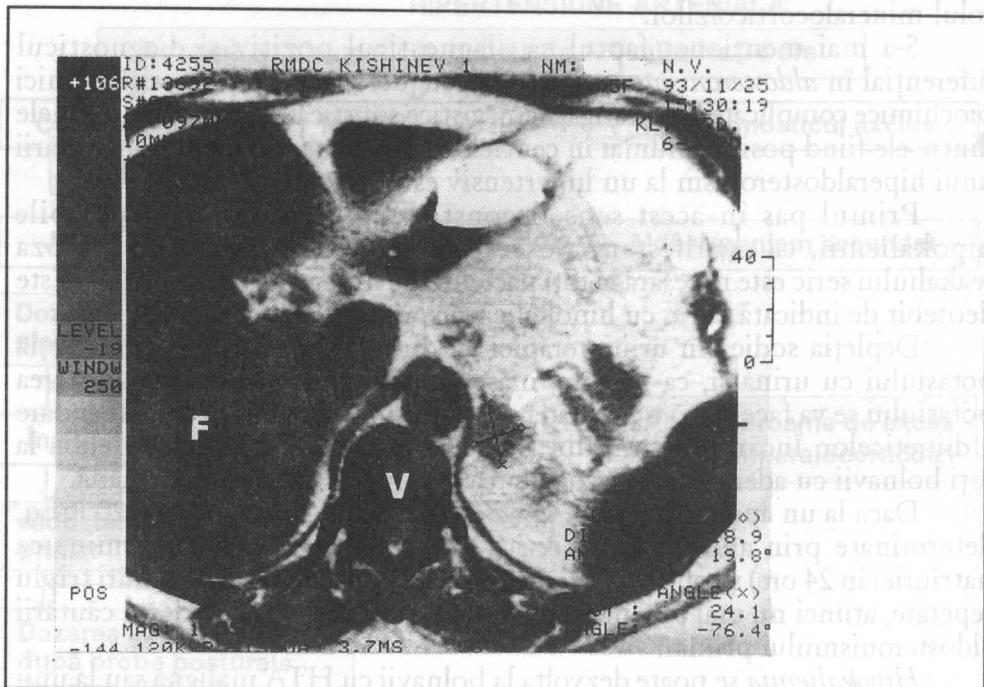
Adenom Conn (tomografie computerizată).
